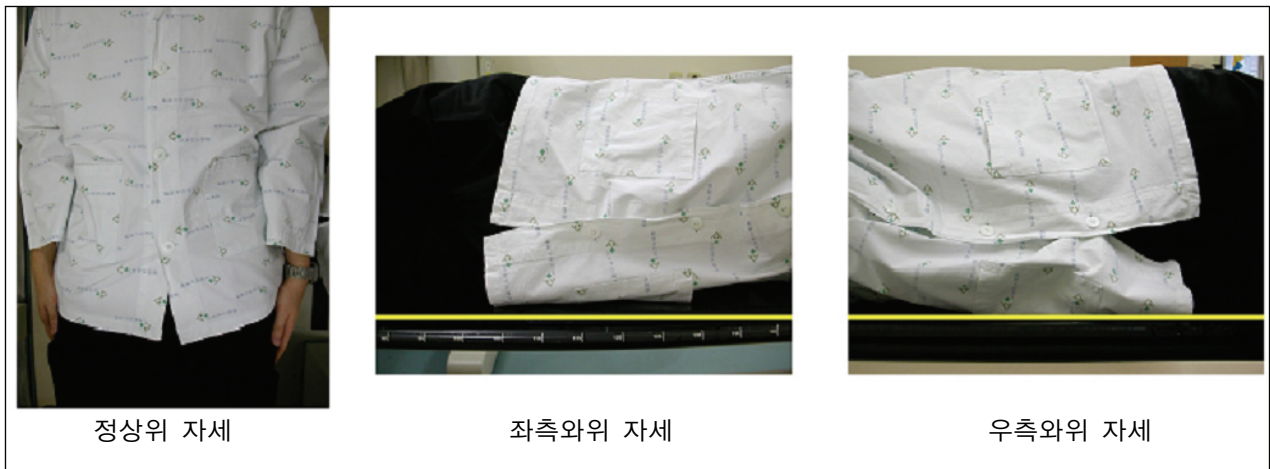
Patient positions of hepatobiliary scintigraphy.
